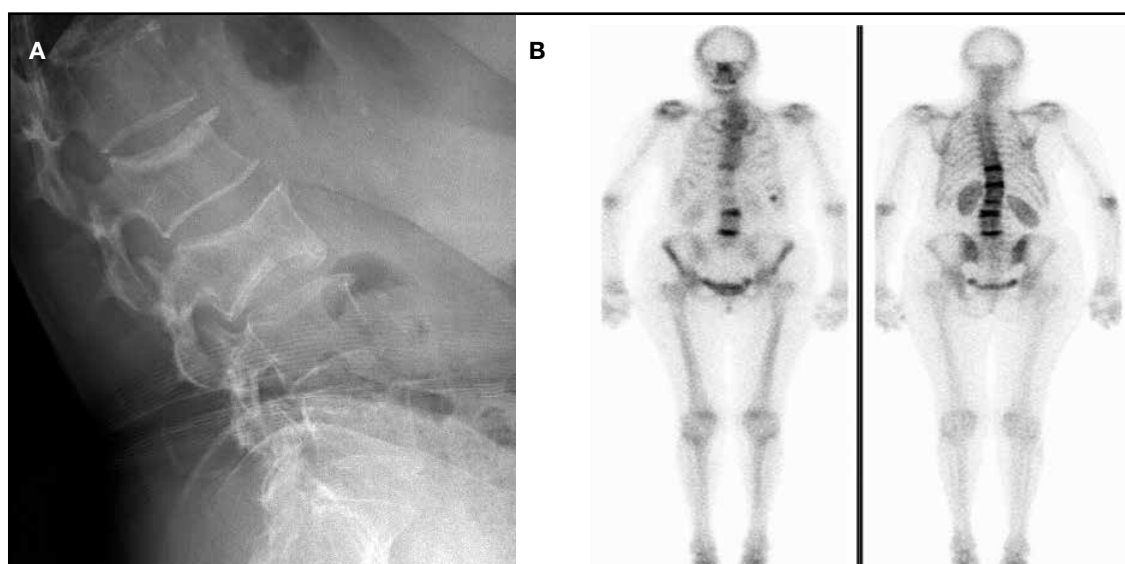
Paciente (caso 2) con fracturas vertebrales múltiples luego de 10 meses de suspensión del denosumab. A. Se observan en radiografía simple de columna lumbar fracturas L2 y L3. B. En el centellograma óseo con tecnecio 99 se observa hipercaptación a nivel dorsal y lumbar (5 vértebras).
